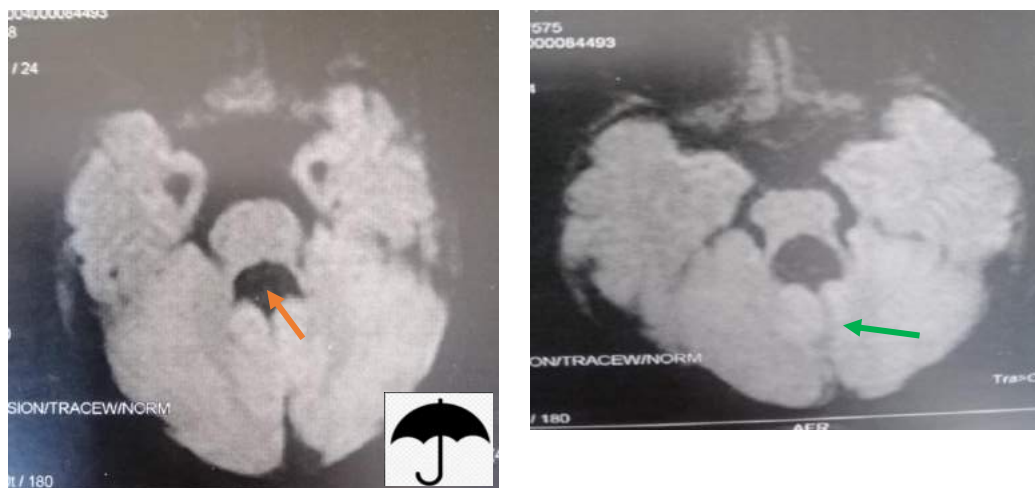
IRM cérébrales en coupe axiales montrant l'élargissement du V4 et l'agénésie du vermis.
